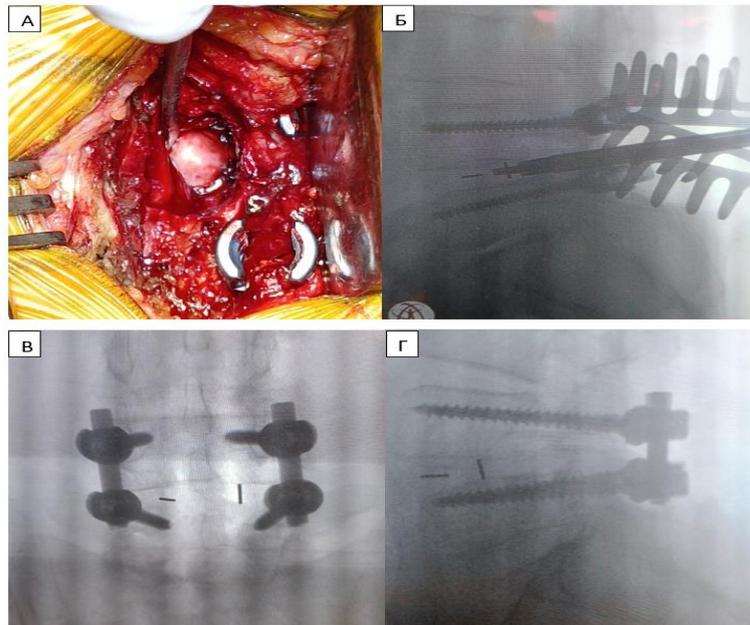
Интраоперационные снимки. А - После фасетэктомии четко визуализируется грыжа межпозвоночного диска с минимальным втягиванием твердой мозговой оболочки. Б - Интраоперационный рентген при установке
